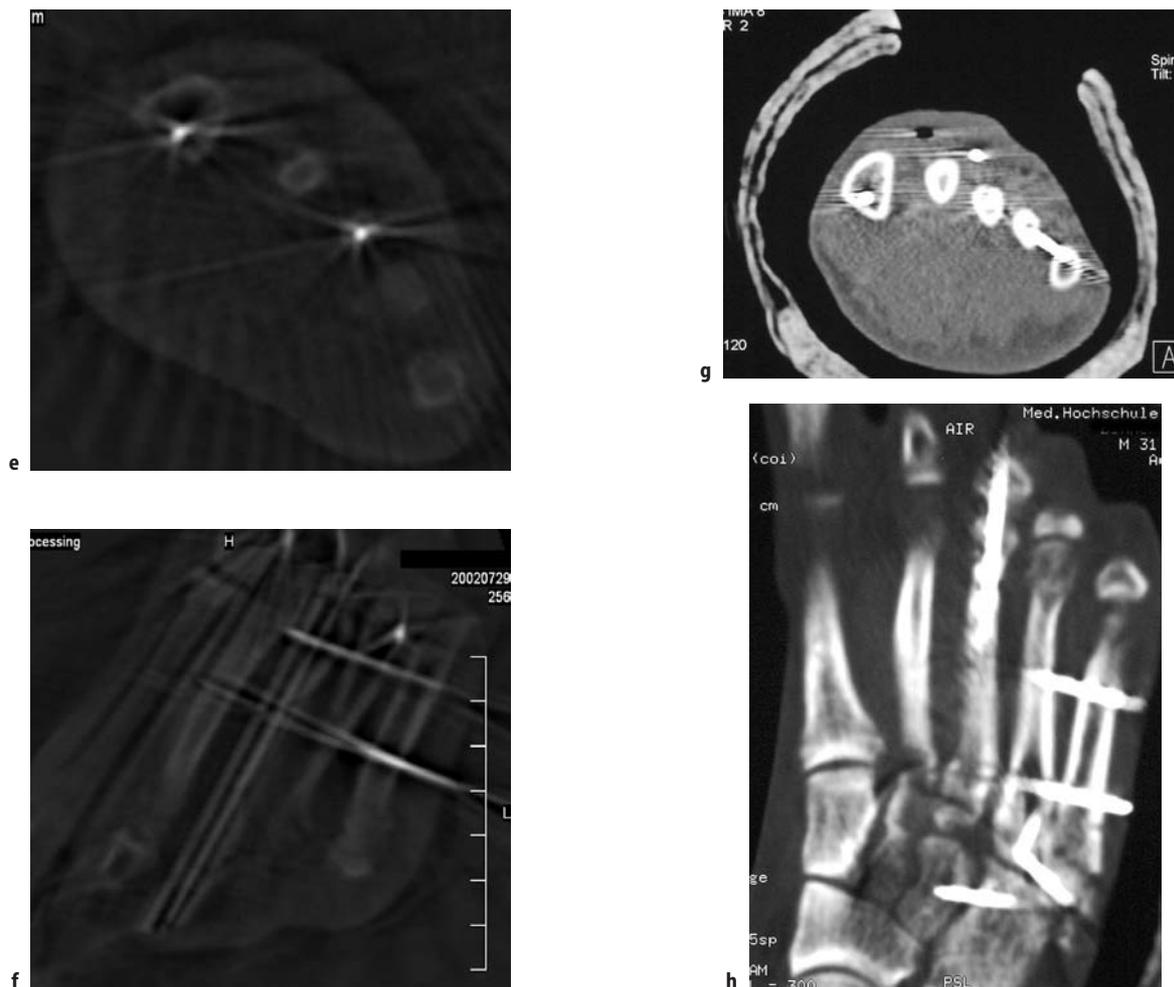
(e und f: intraoperative dreidimensionale Bildgebung mit ISO-C-3D; g und h: postoperatives CT)
